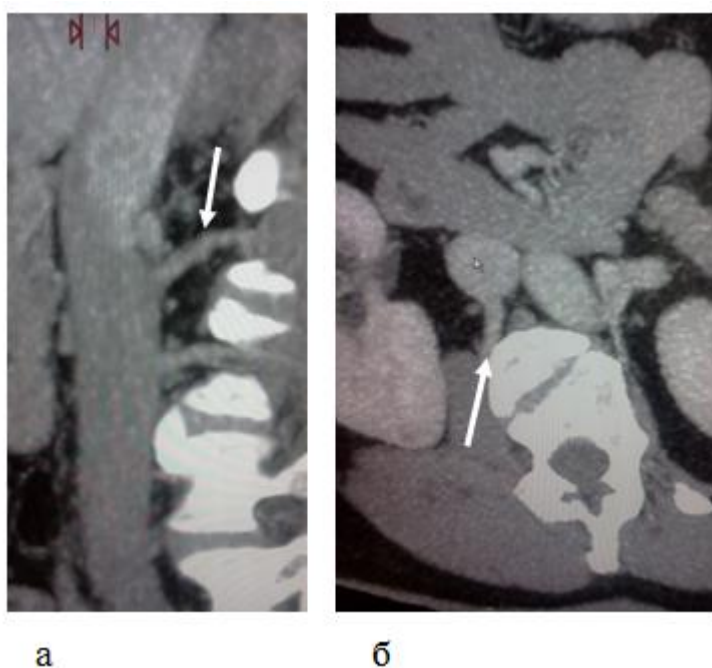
МСКТ нижньої порожнистої вени і верхніх поперекових вен. а - Сагітальна реконструкція представляє верхню праву поперекову вену, яка дрениється в НПВ поряд з вічками ниркових вен. б - Аксіальна томограма демонструє велику верхню праву поперекову вену, яка впадає в НПВ на 6 годин умовного циферблату
